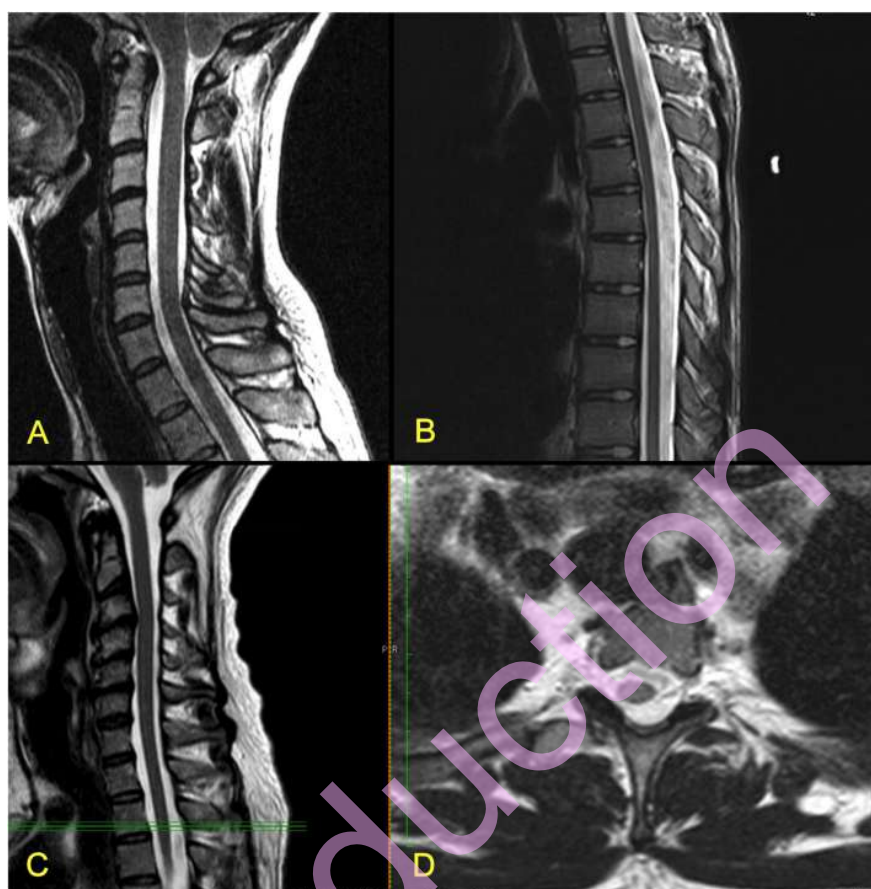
Coupes d'IRM démonstratif de caractéristique de Moelle épinière Tendue (A, C – moelle cervicale; B – moelle dorsale) et Moelle épinière Latéralisée (D, à niveau marqué avec des lignes vertes dans C)
